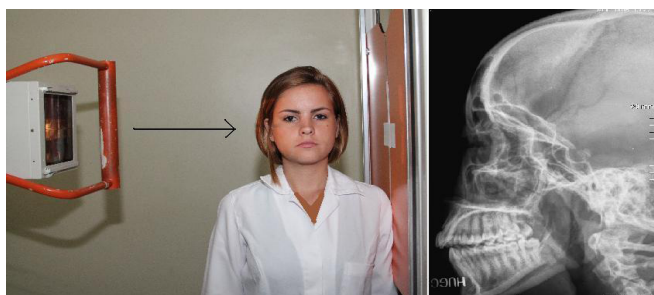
Incidência em perfil (à esquerda. Seta com sentido dos raios-x). Imagem de radiografia convencional (à direita)
